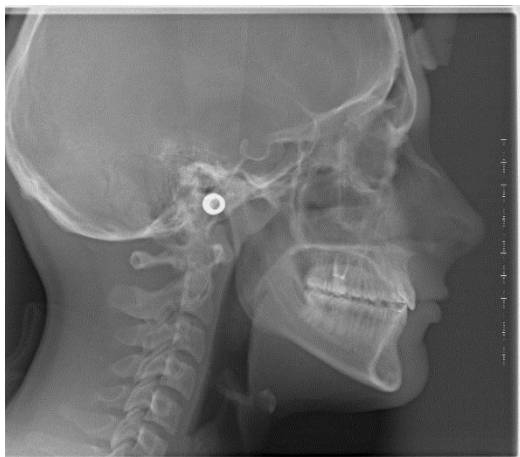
Radiografía Lateral. / Fuente: Archivos pacientes de la Clínica de Ortodoncia.
